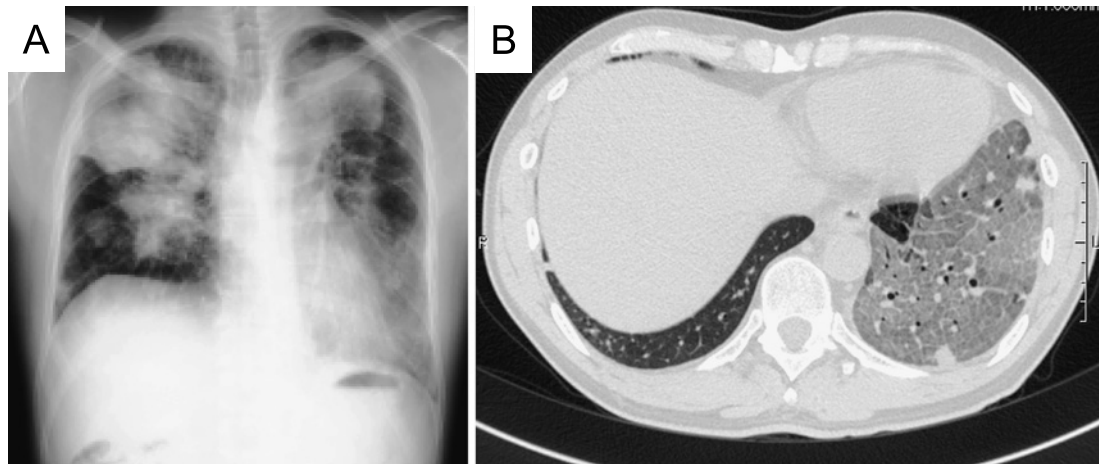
Chest X-ray (A) and Chest CT (B) showed the appearance of a ground-glass opacity in the left lower lung field 8 days after nivolumab treatment.
